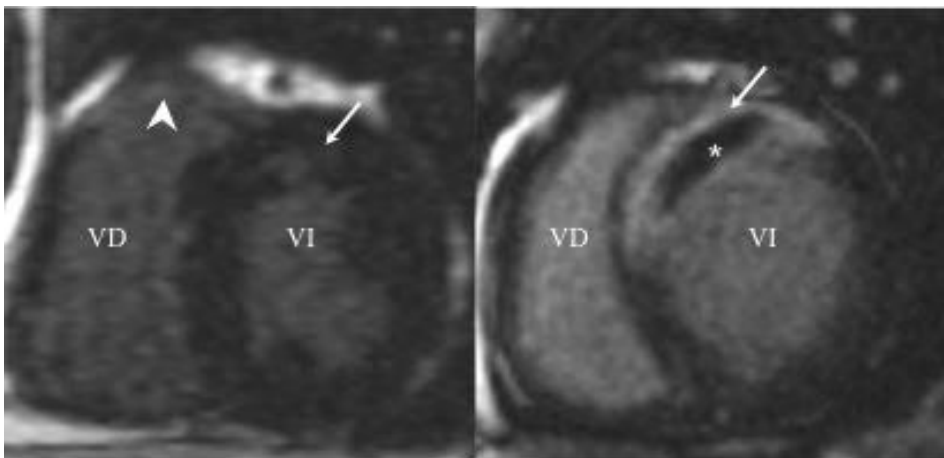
Imágenes de resonancia magnética cardiaca, eje corto de dos cavidades. Secuencias potenciadas en T2, que muestran una gran área en riesgo (hiperintensidad de señal, edema) tanto en ventrículo derecho (cabeza de flecha) como en ventrículo izquierdo (flecha). Abreviaturas: VD:
